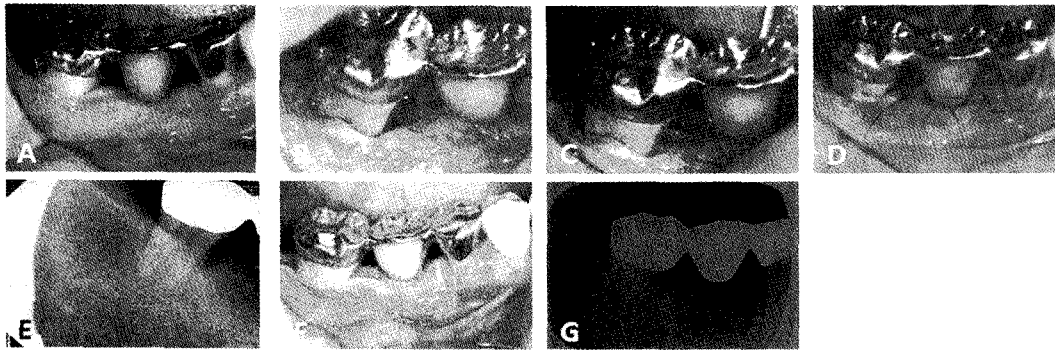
A,E. 술전 임상 및 방사선 사진 B.하악 우측 제1대구치의 3벽성 골내낭, C. 이식재를 골내낭의 치조정부위까지 견고히 다져서 위치시킴 D. Nylon suture를 시행한 모습 F,G. 술후 1개월의 임상 및 방사선 사진
